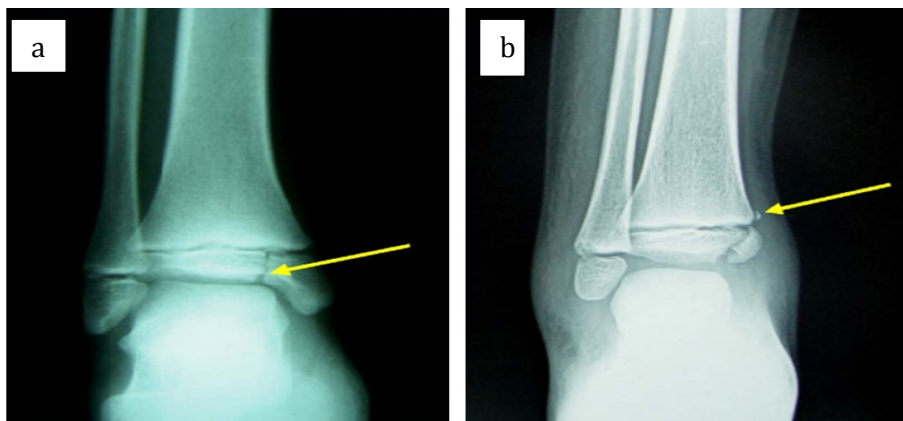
Radiographies de la fracture Mac Farland;
